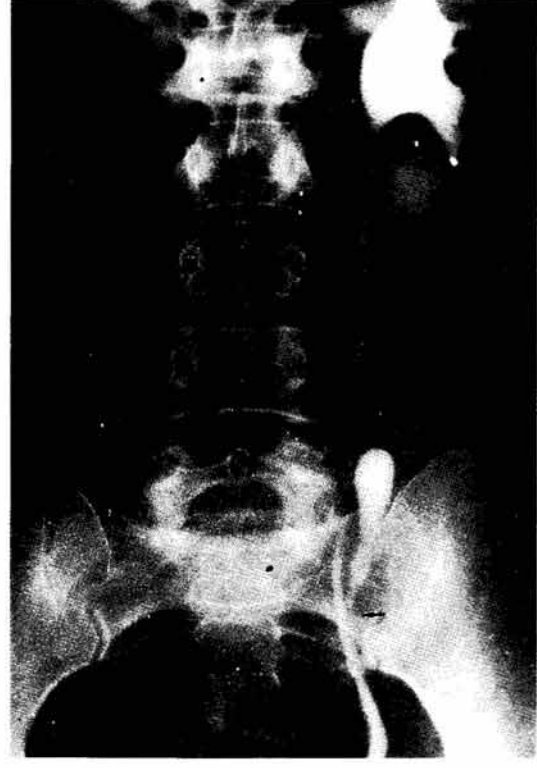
Hastanın retrograd üreterografisi.
